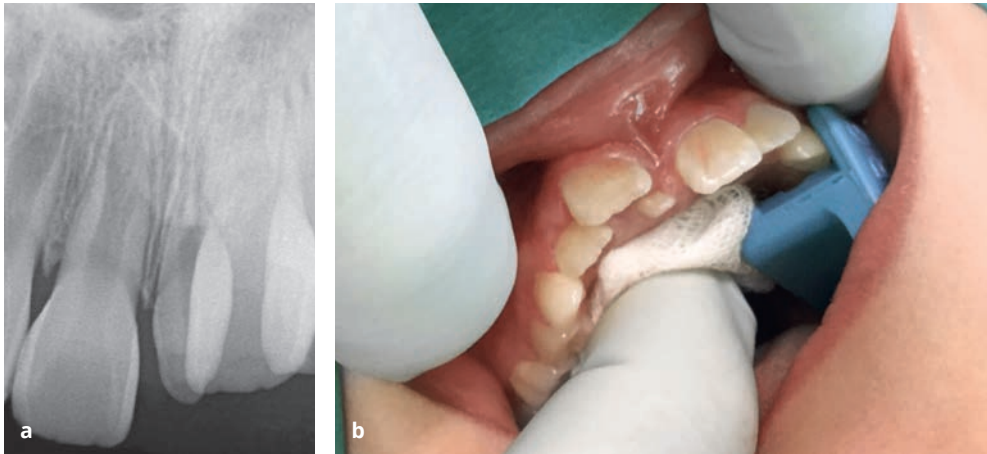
(a e b) Radiografia periapical e o pré-operatório de um paciente de 10 anos de idade com mesiodente já erupcionado na região do incisivo central superior. (Cortesia do Dr. Matthias Nitsche).
